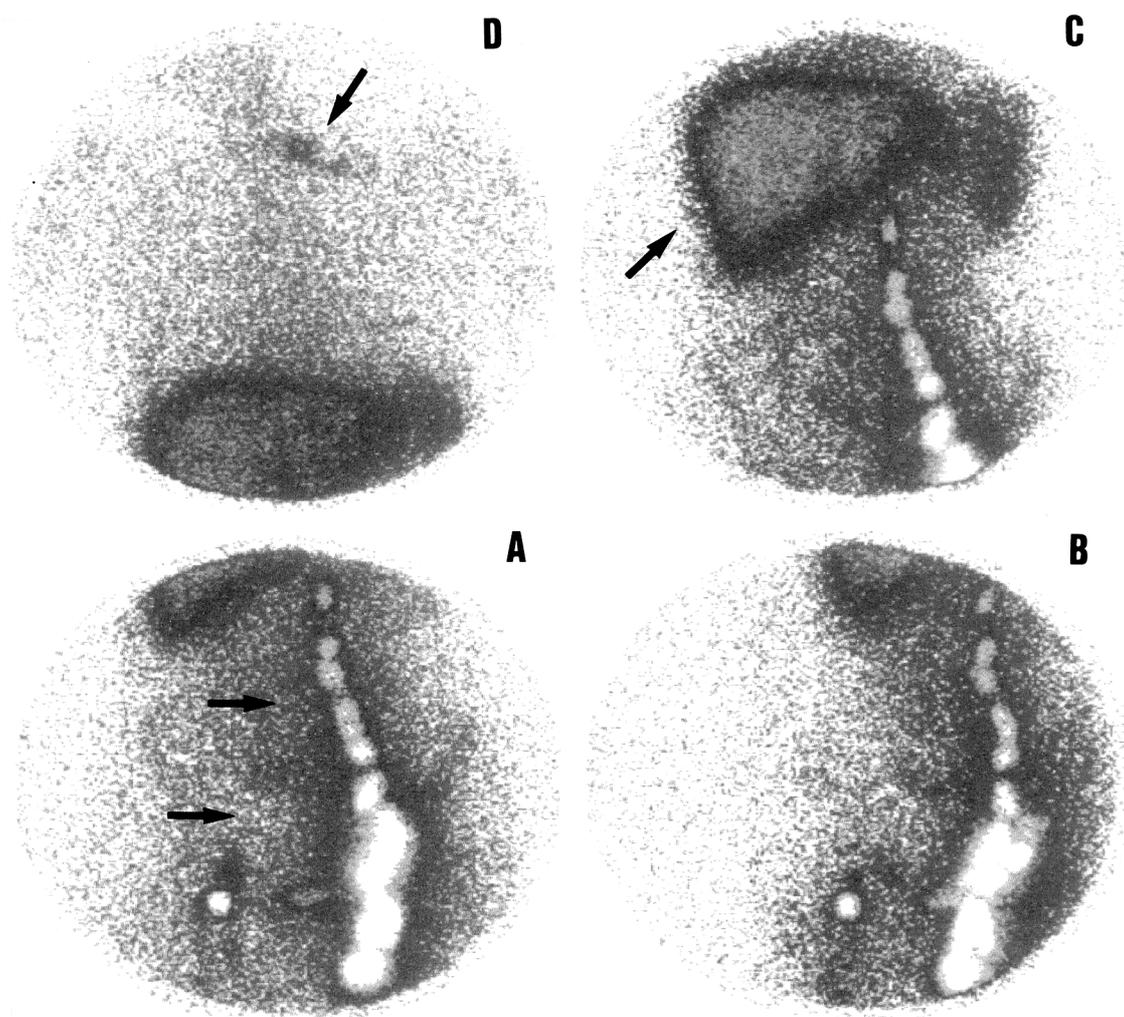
Images scintigraphiques obtenues en fin d'examen : A : centrées sur les aires ganglionnaires inguino-iliaques (vue antérieure) ; B : centrées sur ces mêmes aires (vue oblique antérieure gauche) ; C : centrées sur l'abdomen (vue antérieure) ; D : centrées sur le thorax (vue antérieure).
